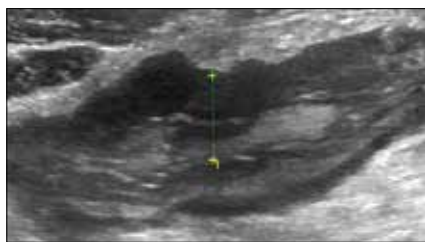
Image échographique de dédifférenciation pariétale
